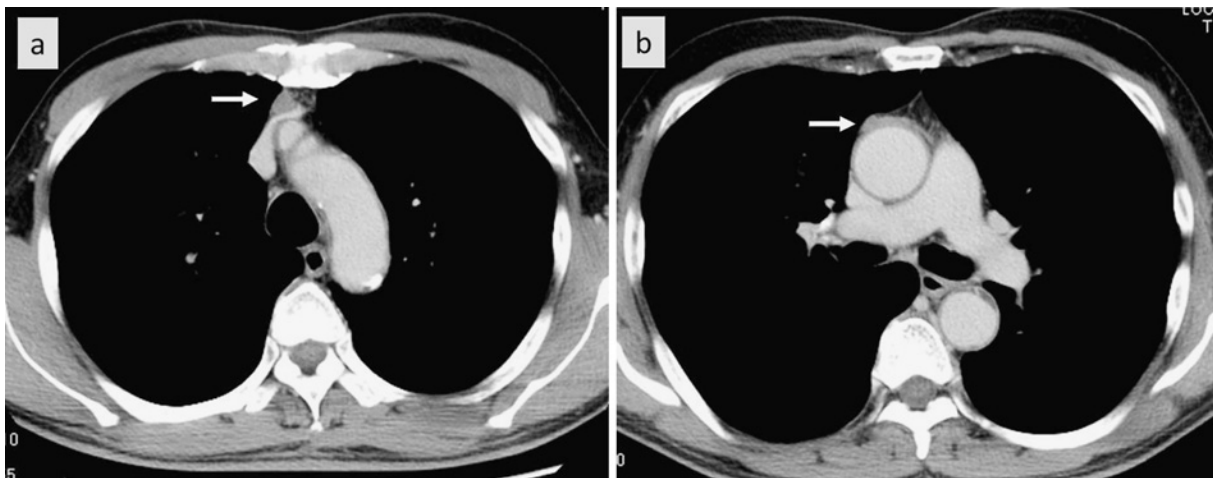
Chest computed tomography (CT) showing an anterior mediastinal tumor adjacent to the left cephalic vein and ascending aorta.
